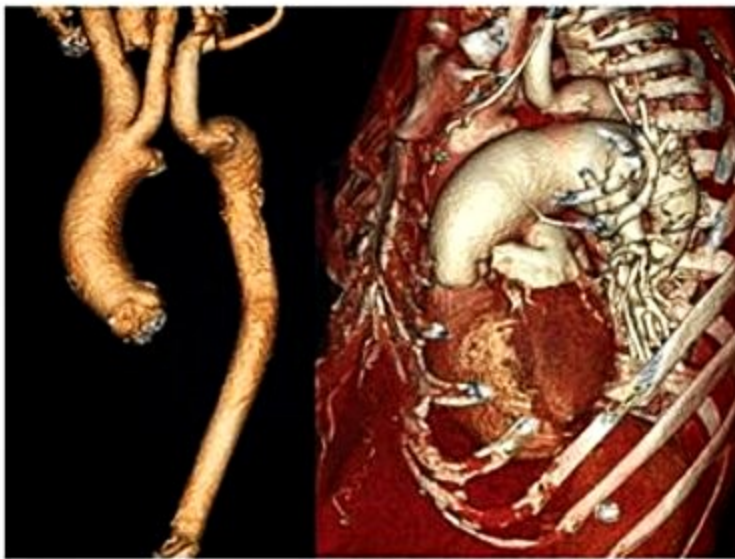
Angiotomografia com reconstrução tridimensional "volume rendering". Imagem à esquerda editada, mostrando somente a aorta. Paciente adulto com hipoplasia do arco aórtico, complicada com trombose desse segmento (atualmente uma interrupção do arco aórtico do tipo B). Também há dilatação das artérias pulmonares, decorrente de uma comunicação interventricular.
